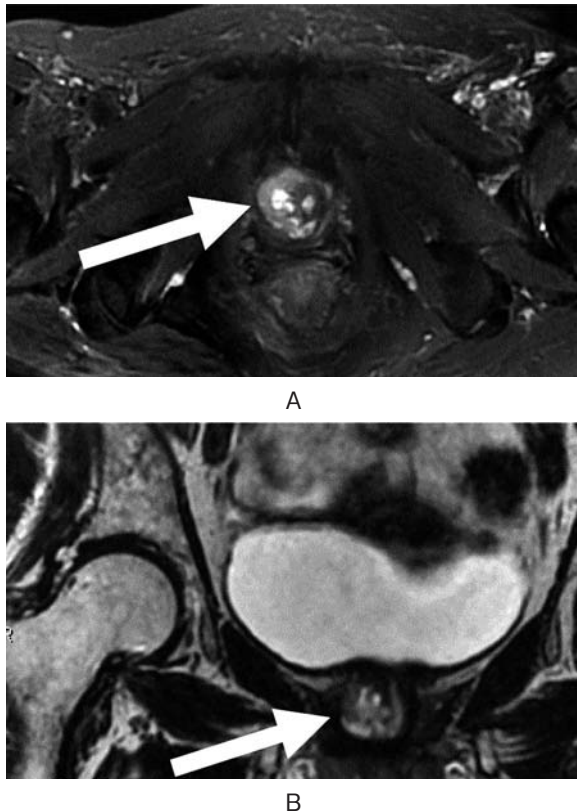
T2-weighted MRI showed 19*16*18 mm mass with low signal intensity (arrow). A. axial image. B. coronal image.
